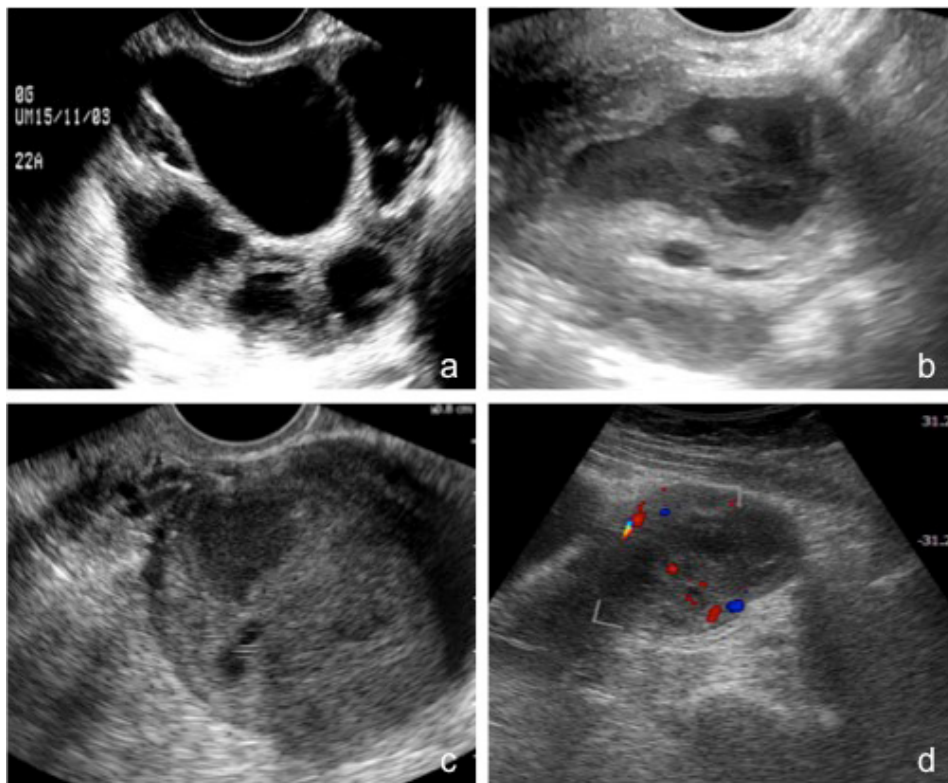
Abscesso tubo-ovário. Imagens de ecografia transvaginal revelando diferentes apresentações ecográficas do abscesso tubo-ovário, todas revelando uma lesão anexial complexa, na qual não é possível diferenciar a trompa de Falópio do ovário homolateral (a, b, c). Imagem de ecografia supra-púbica, com uso do Doppler de cor, que demonstra pouco valor no diagnóstico diferencial entre abscesso tubo-ovário e tumor anexial maligno (d).
